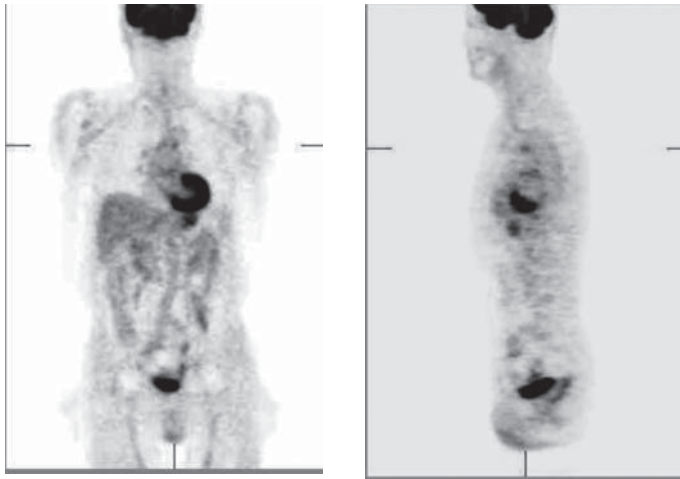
Женщина 71г. с раком толстой кишки и наличием в анамнезе артериальной гипертензии. ПЭТ с ^{18}F -ФДГ показывает очаговое накопление в стенке грудной аорты.
